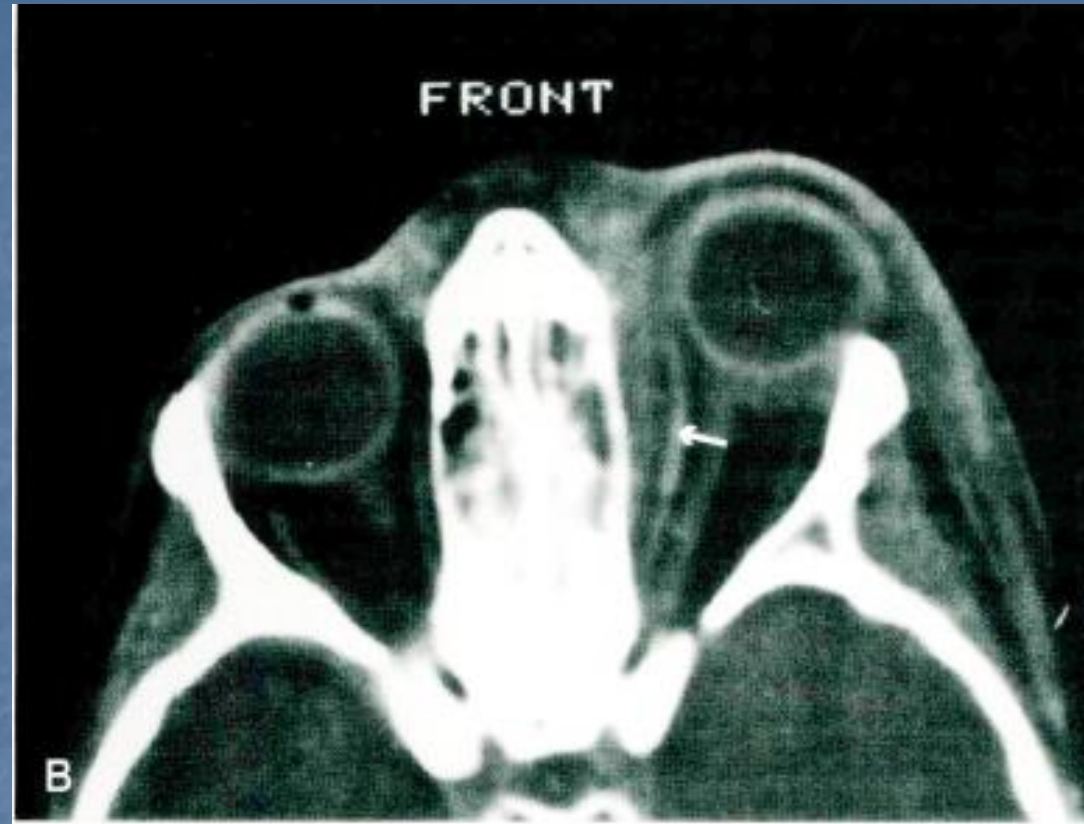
Orbital abscess. A, A child with orbital abscess as a complication of ethmoid sinusitis. Note the marked edema and proptosis. (Photograph courtesy of Gary Williams, MD.) B, Computed tomography scan of the orbit, demonstrating a subperiosteal abscess (*white arrow*).
